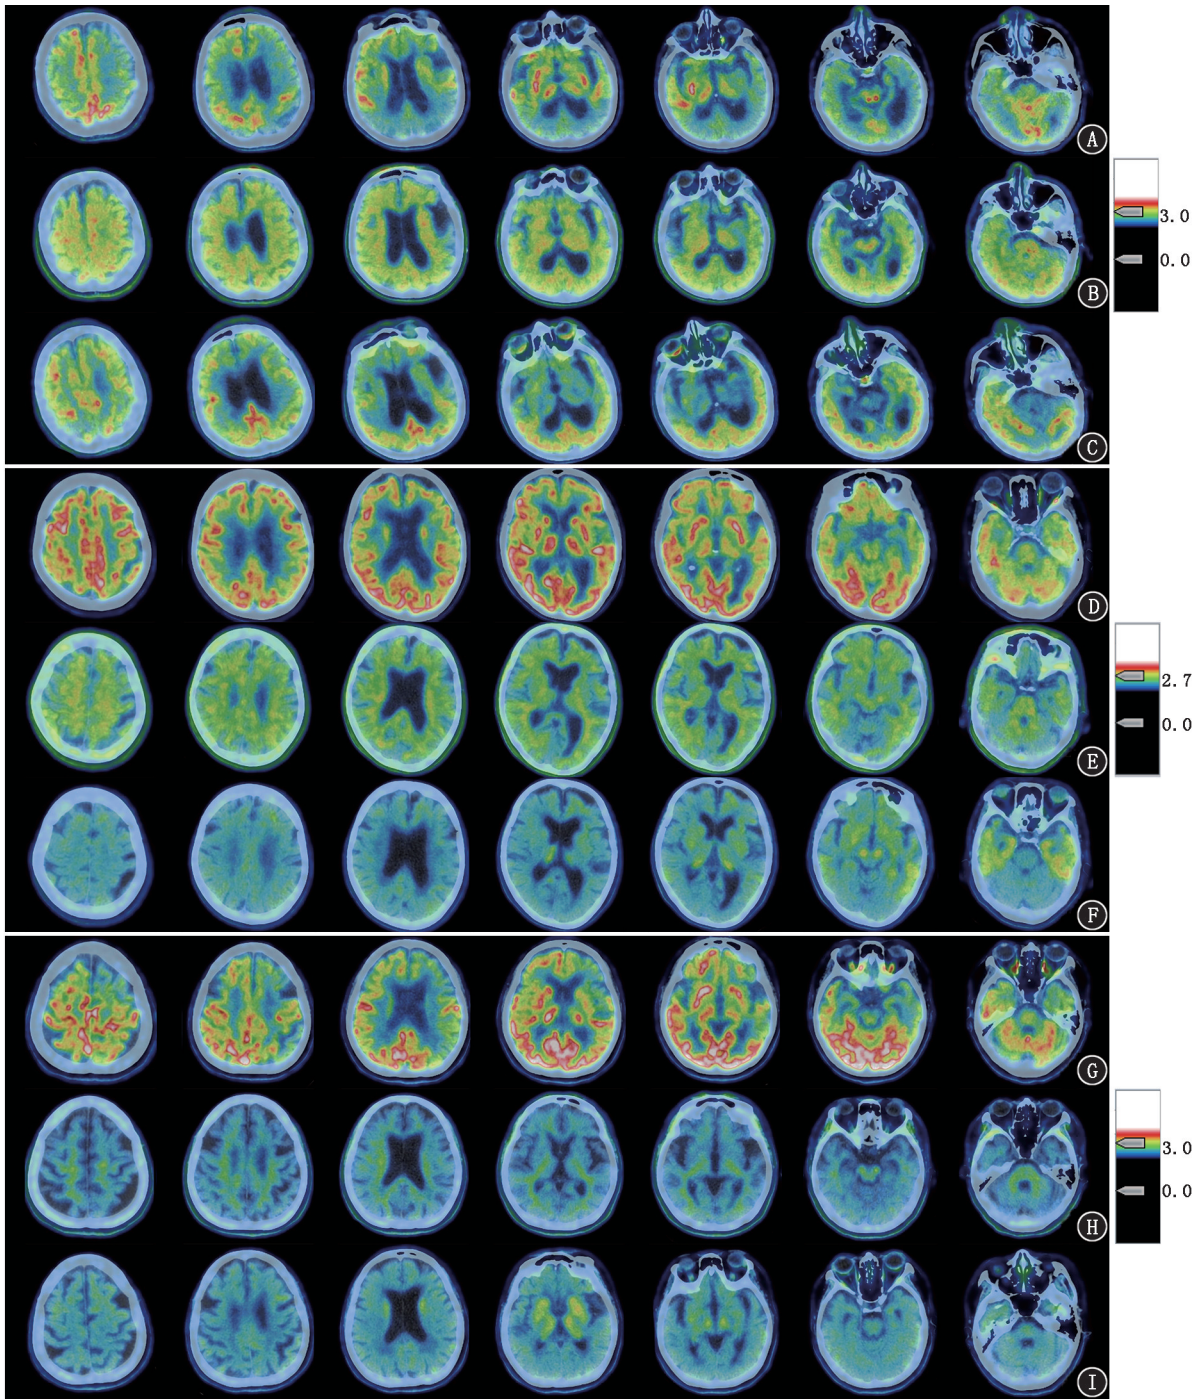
重度阿尔茨海默病(AD)患者(A~C)、轻度认知障碍(MCI)患者(D~F)和非 AD 对照(CP)额颞叶痴呆患者(G~I)的 ^{18}F -FDG(A、D、G)、 ^{18}F -AV45(B、E、H)和 ^{18}F -AV1451(C、F、I)PET/CT 显像图。A~C.患者女,53 岁。显像示双侧大脑皮质葡萄糖代谢明显减低(包括内侧顶叶、颞叶及后扣带回灰质), β -淀粉样蛋白($\text{A}\beta$)重度沉积和 tau 蛋白弥漫性不均匀沉积;D~F.患者女,74 岁。显像示双侧大脑内侧顶叶及颞叶灰质葡萄糖代谢轻度减低, $\text{A}\beta$ 中度沉积,双侧颞叶基底部和颞叶灰质 tau 蛋白不均匀沉积;G~I.患者女,68 岁。显像示双侧大脑额叶、内侧顶叶及前颞叶灰质葡萄糖代谢明显减低, $\text{A}\beta$ 和 tau 蛋白无沉积
